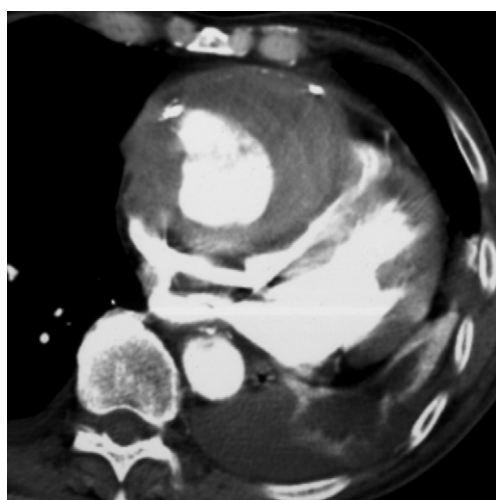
Coupe TDM axiale passant par la racine de l'aorte, montrant un anévrisme mycotique rompu avec hémopéricarde. L'aspect flou du bord droit de l'aorte ascendante est un signe de la rupture aortique.
